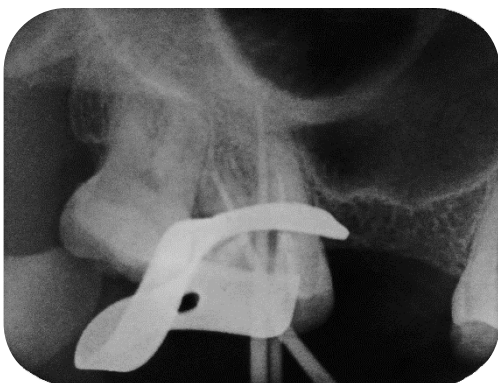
Radiografia de prova do cone. Fonte: autor.
